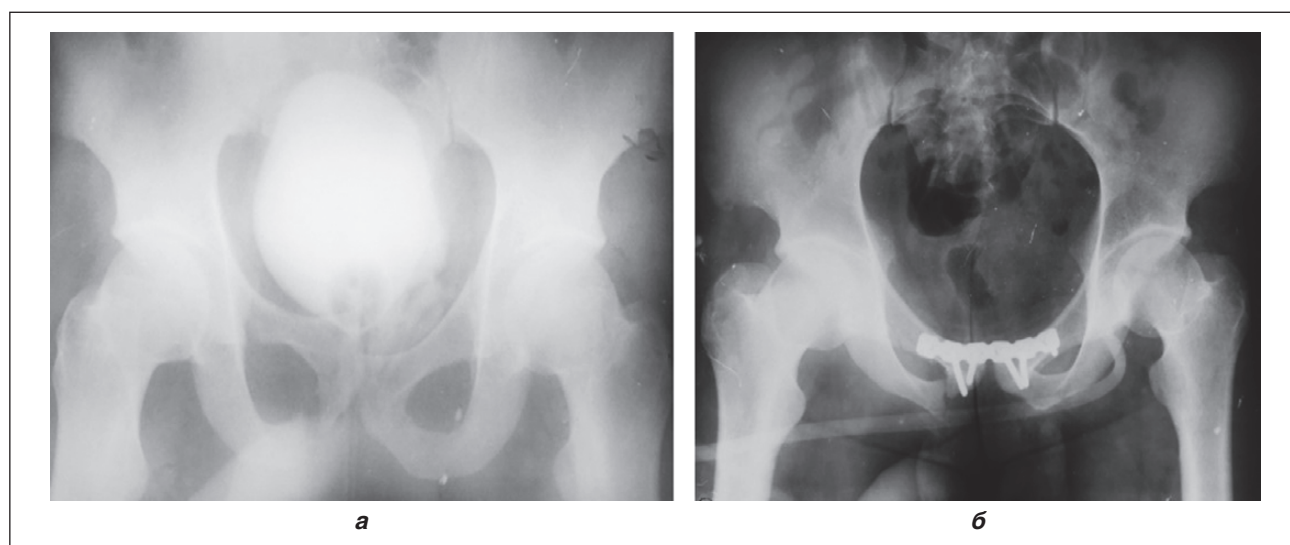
Застосування поглиблених конструкцій у гемодинамічно стабільних пацієнтів з поєднаним пошкодженням таза типу В та органів черевної порожнини: а — рентгенограма до оперативного втручання; б — рентгенограма після стабілізації переднього напівкільця
